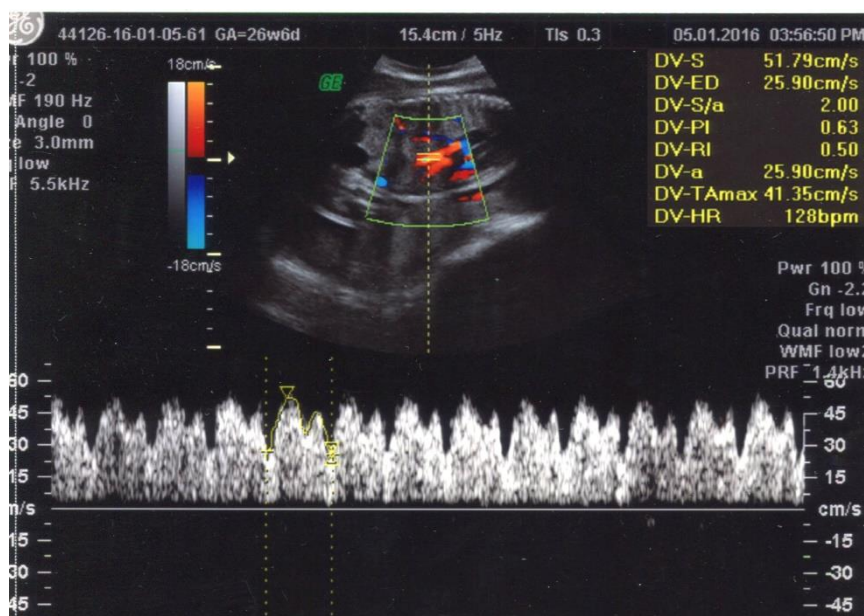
Hình ảnh ống tĩnh mạch định vị bằng Doppler màu.
